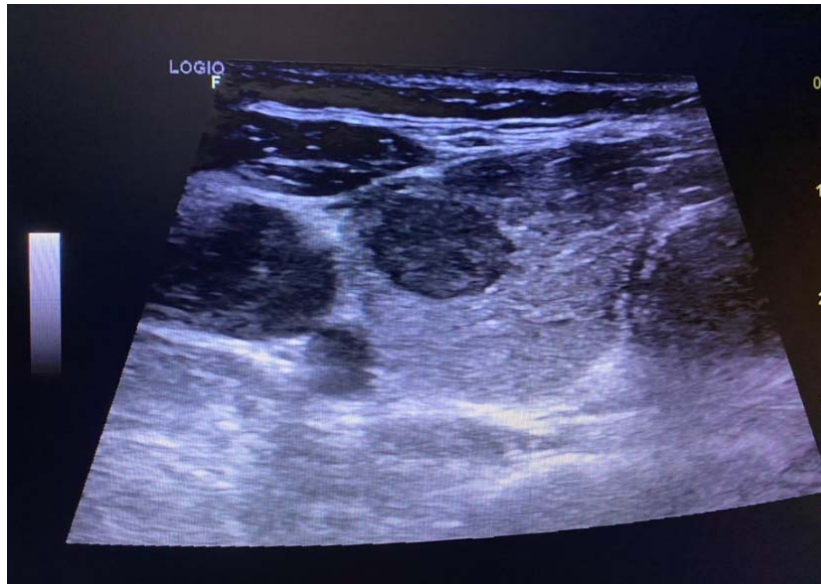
Image échographique d'un nodule thyroïdien classé EU-TIRADS 4 avant la cytoponction (Iconographie du service de radiologie de l'HMA de Marrakech).
